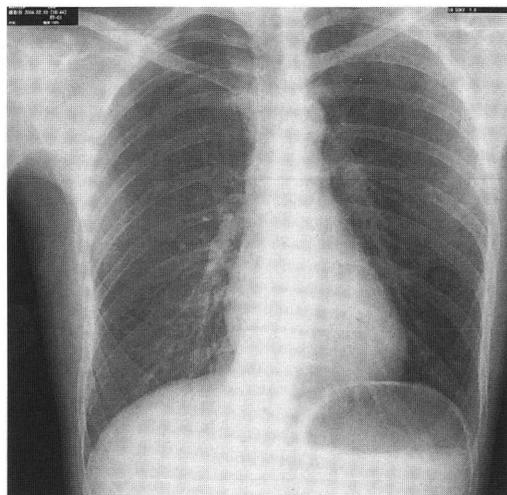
来院時X線写真 (症例2): 右肺が縮小している。
